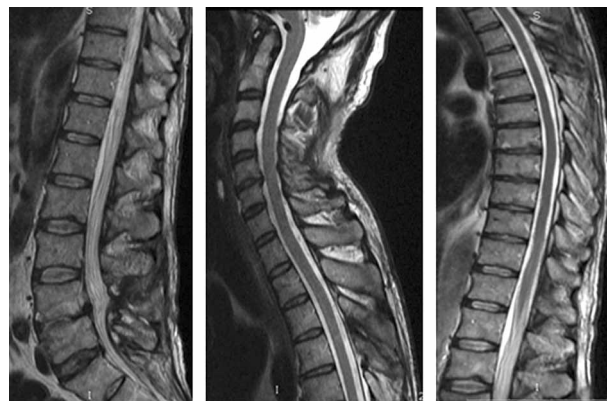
МРТ контроль всех отделов позвоночника пациента М., через 12 мес. с момента операции.
